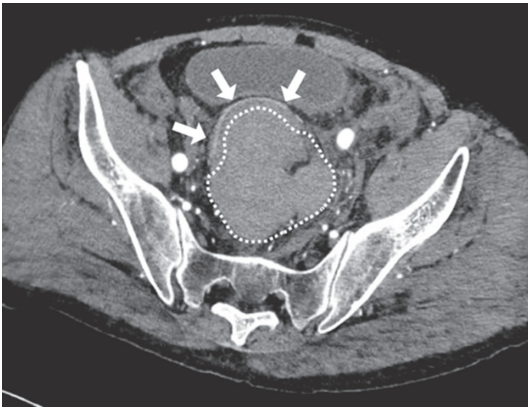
腹部造影CT：直腸間膜内に高吸収域（破線）と、それにより腹側へ圧排された直腸（矢印）を認めた。
